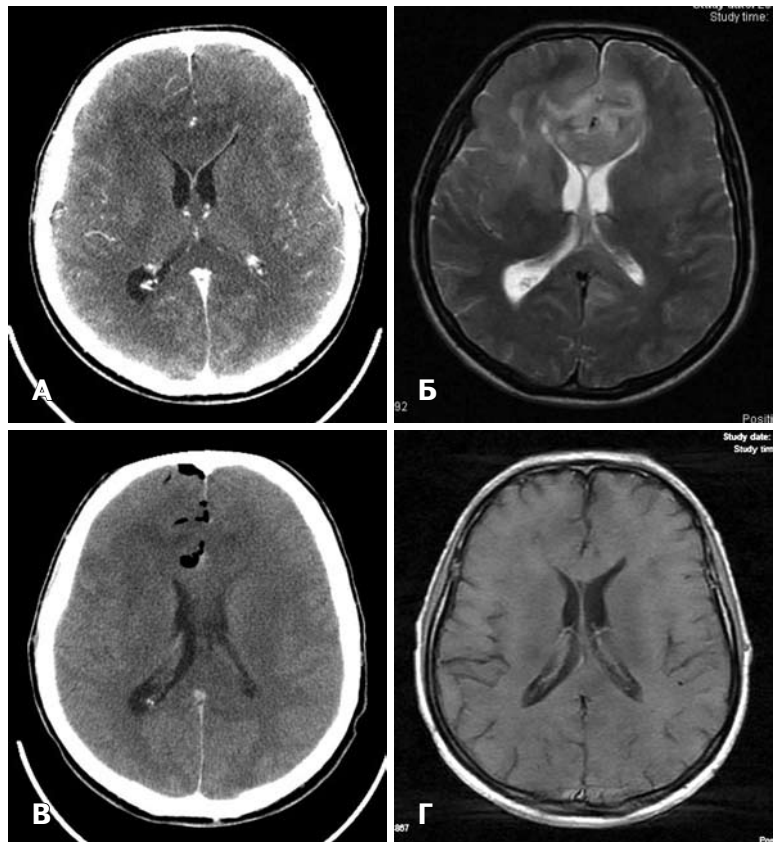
Результати нейровізуалізуючих методів дослідження хворого Л. з пухлиною мозолистого тіла на етапах лікування. А — СКТА до операції; Б — МРТ до операції; В — СКТ після біопсії; Г — МРТ з внутрішньовенним підсиленням через 8 міс після променевої терапії.
